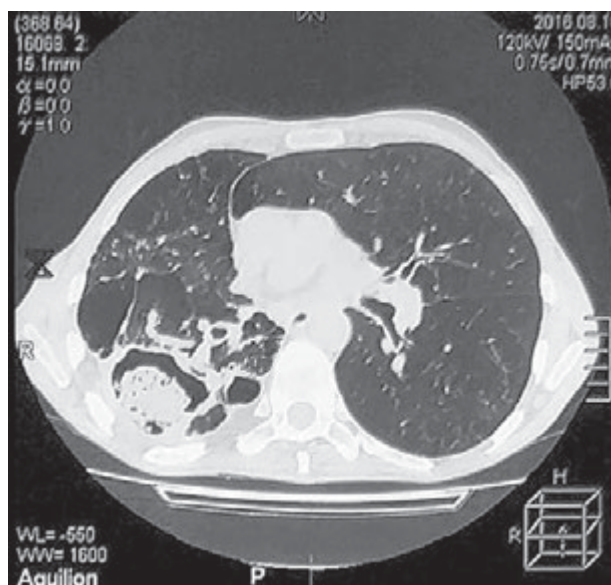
Рентгенологічні ознаки аспергіломи легень
